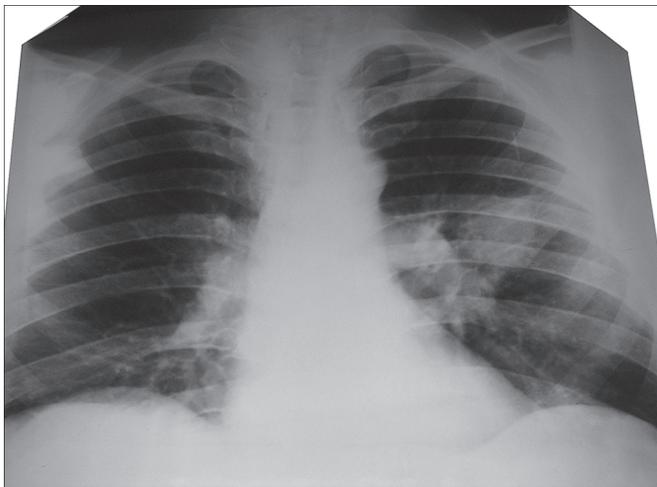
Рентгенограмма органов грудной клетки больного Ц. в прямой проекции.
